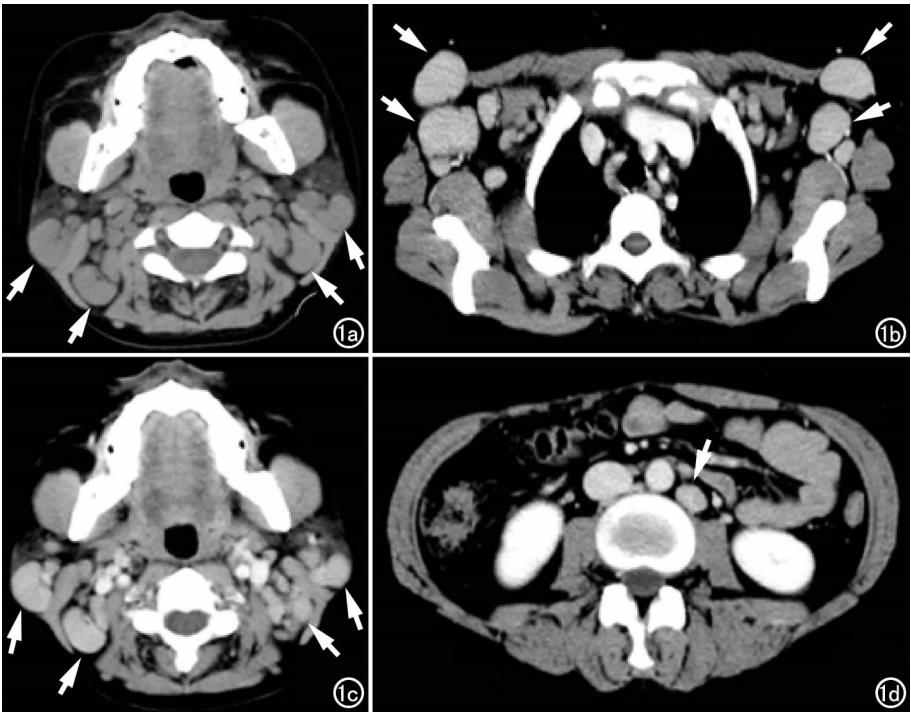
女,24 岁,PC-CD。a) CT 平扫示双侧颈部多发淋巴结增大呈均匀软组织密度(箭);b) CT 增强扫描示双侧腋窝多发淋巴结增大呈明显均匀强化(箭);c) CT 增强扫描示双侧颈部增大淋巴结呈明显均匀强化(箭);d) CT 增强扫描示腹膜后腹主动脉旁淋巴结增大(箭)。
